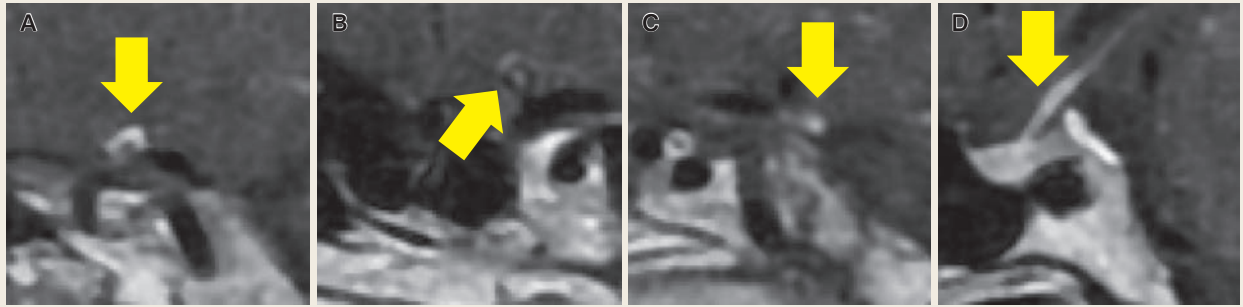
Vessel wall imaging via gadolinium contrasted MRI
